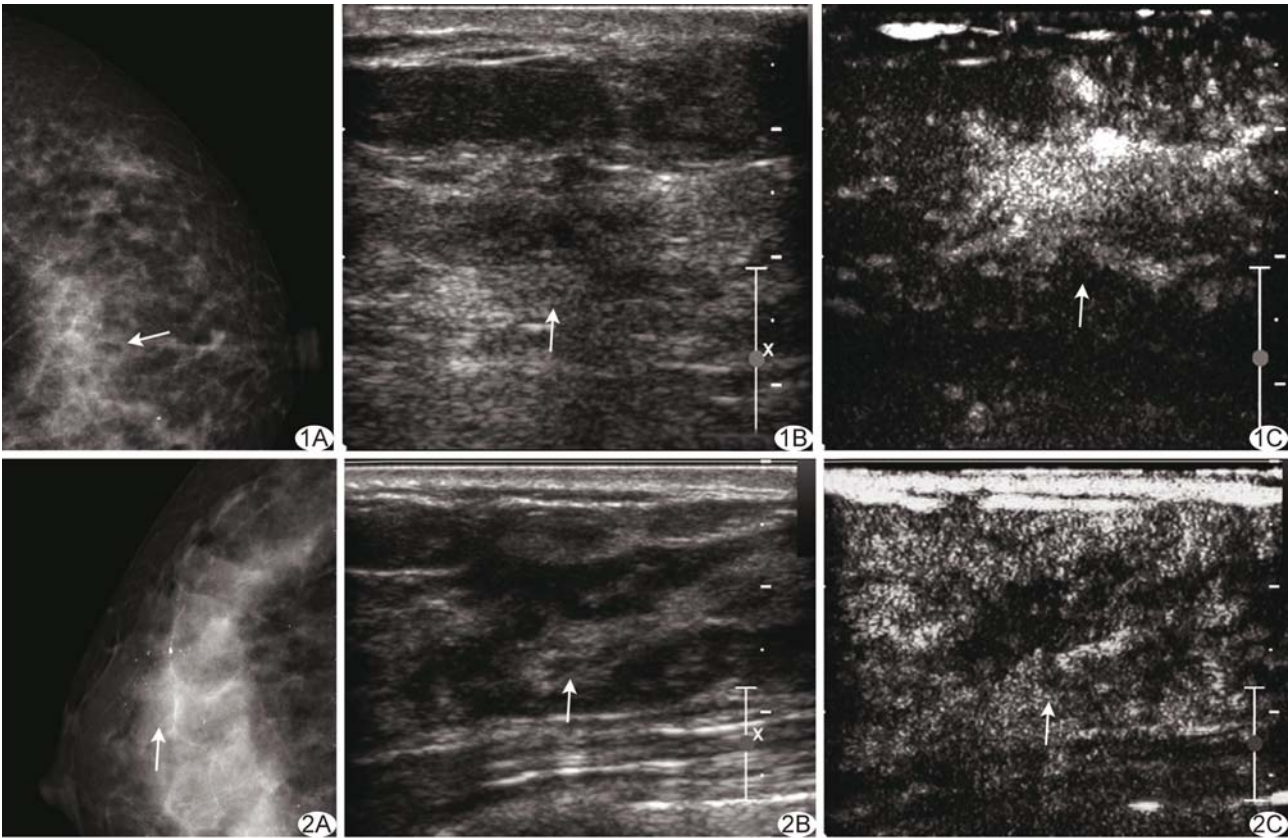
浸润性乳腺癌 A. MG 显示乳腺不规则形肿块,诊断为 BI-RADS 4 类; B. 常规超声示不规则低回声肿块; C. CEUS 示病灶早期明显强化,诊断为恶性 (箭示病灶) 图 2 乳腺腺病 A. MG 显示乳腺内多形性微小钙化,诊断为 BI-RADS 4 类; B. 常规超声示病灶局部呈不规则低回声; C. CEUS 示病变区强化程度低于周围腺体,诊断为良性 (箭示病灶)
